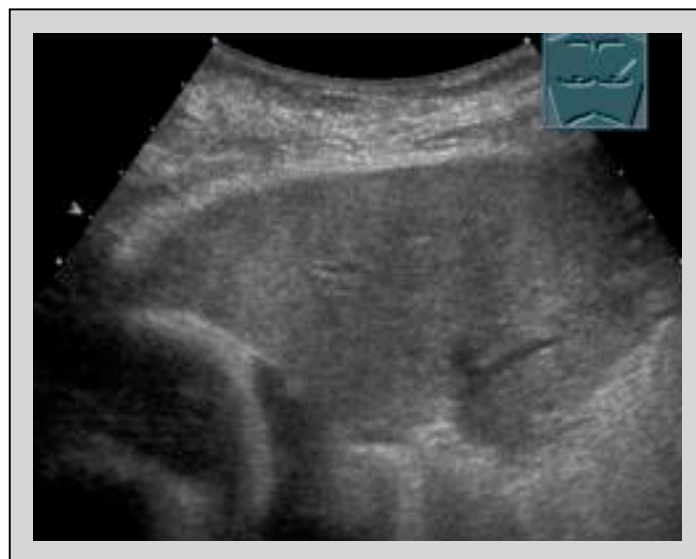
B-Bild-sonographischer Befund bei Pneumonie: echoarme Konsolidierung im Sinne einer Hepatisation (Quelle: Prof. Dr. med. Görg, Marburg)
